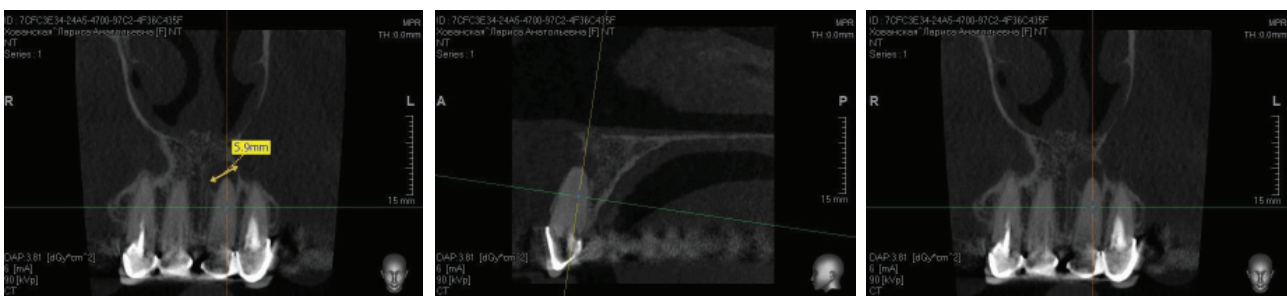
Скриншоты КТ 3D диагностика сегмента 11–13 зубов пациентки М., 1987 г.р.
